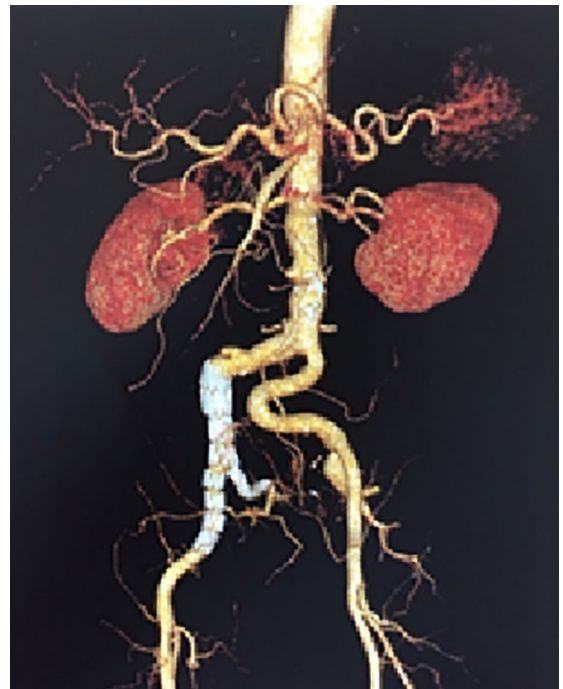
Angiotomografia evidenciando endoprótese corretamente implantada.
